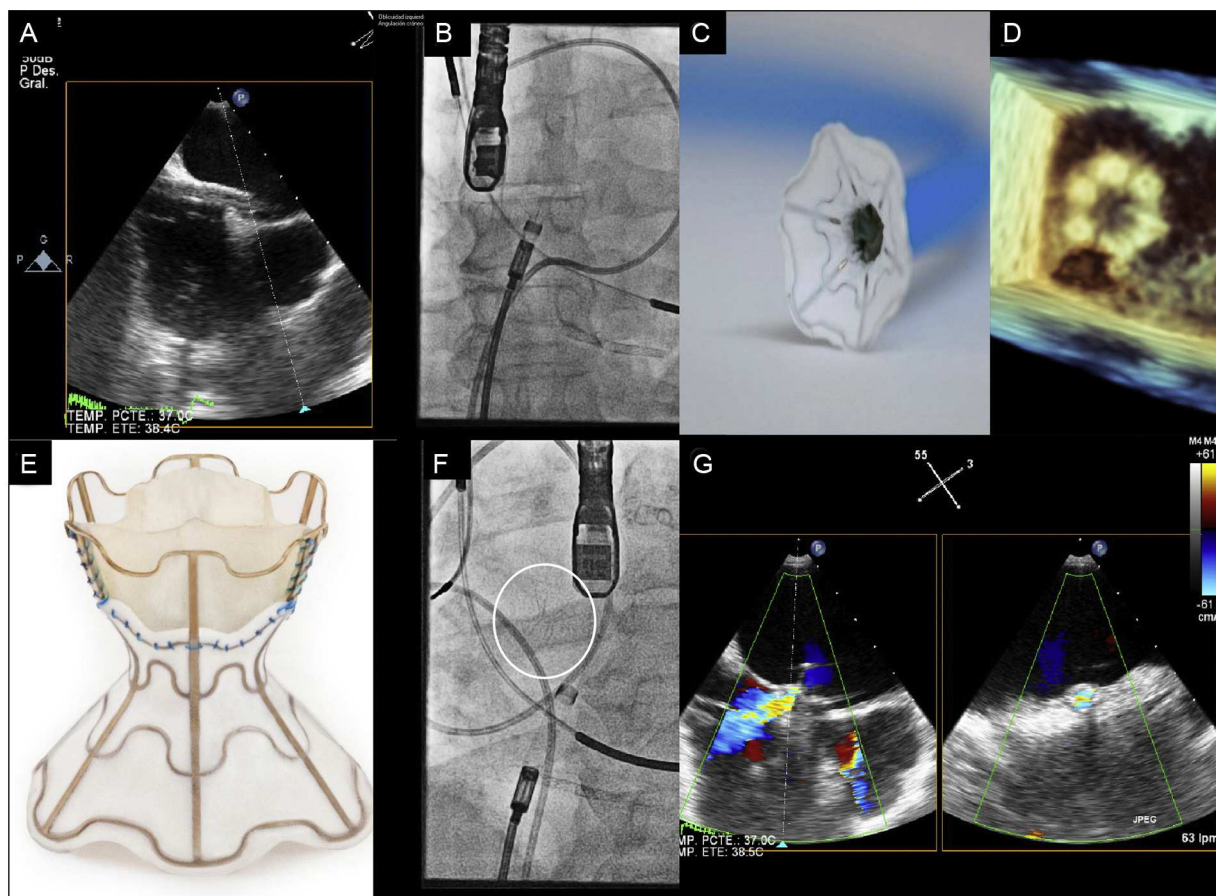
paso de la vaina hasta la aurícula izquierda por la *fossa ovalis*. B, C y D: imagen angiográfica (B), en banco de pruebas (C) y mediante ecocardiografía 3 D (D) de la apertura de la parte izquierda del dispositivo en la aurícula izquierda. E, F y G: imágenes en banco de pruebas (E), angiográfica (F) y ecocardiográfica con Doppler color (G) del dispositivo V-Wave desplegado.
